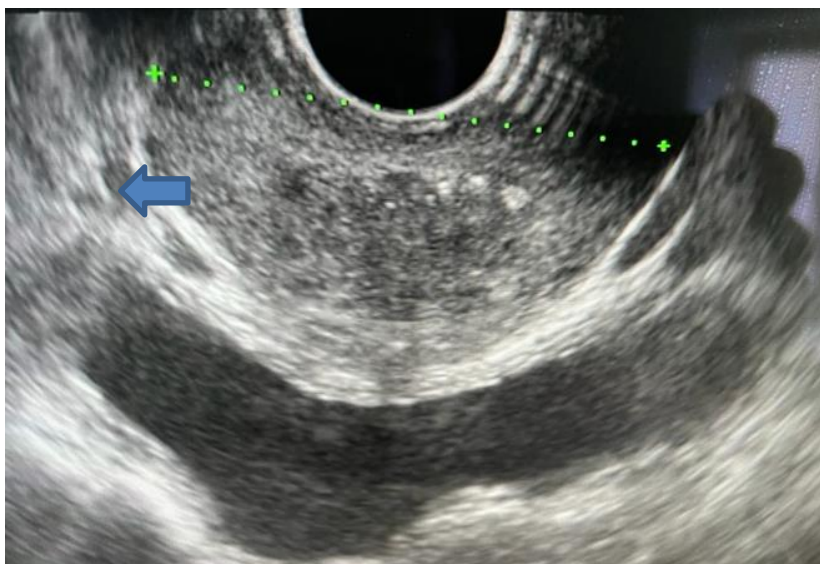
При ТРУЗИ дополнительно определяются расширенные вены перепростатического венозного сплетения до 5-7 мм
